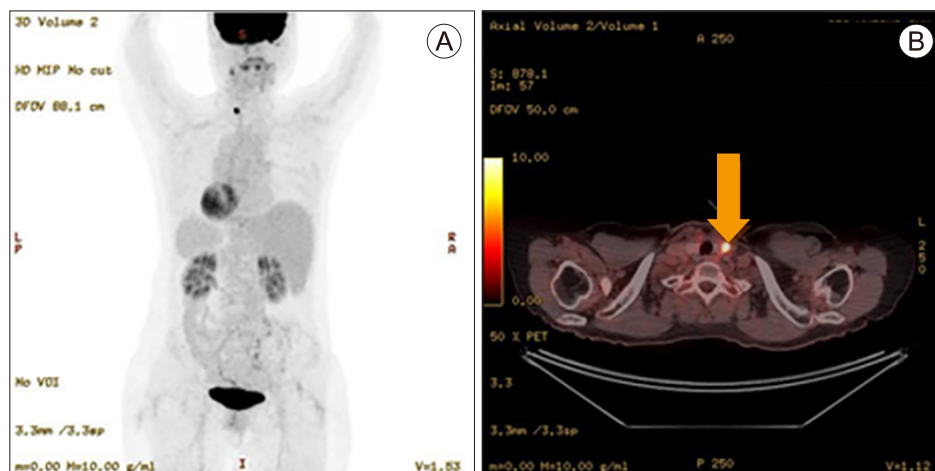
Positron emission tomography/computed tomography (PET/CT) images of a patient with papillary thyroid cancer. (A) A typical Torso 18F-fluorodeoxy-glucose (FDG)-PET image of a patient with papillary thyroid cancer. (B) A 62-year-old woman with Left papillary thyroid cancer. 18F-FDG-PET/CT image clearly shows an increased focal 18F-FDG accumulation (SUVmax=16.86) in the tumor (arrow).
